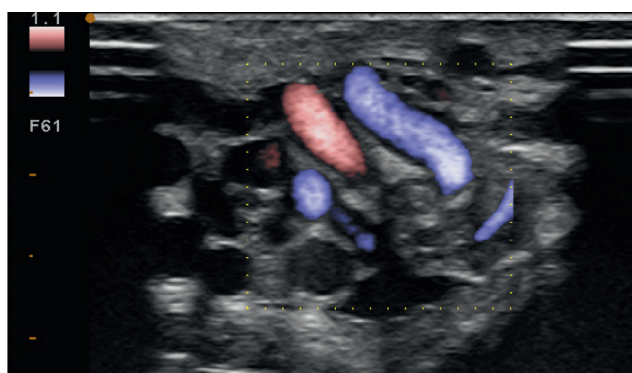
Plexus pampiniforme. Dilatation, reflux en Valsalva, Doppler mode E-flow.
